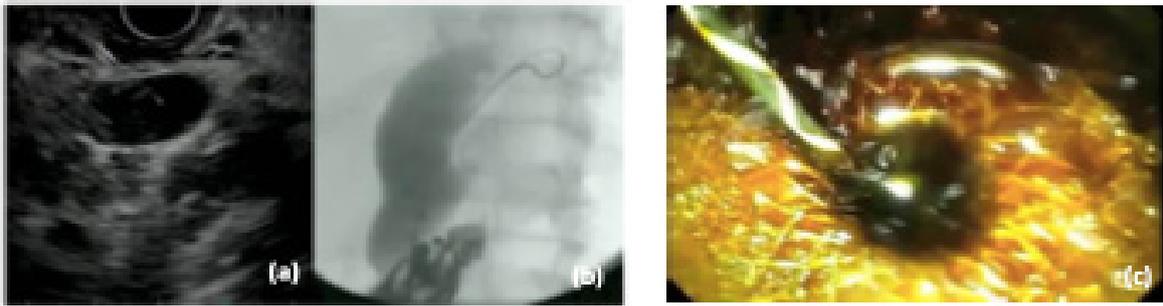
Técnica de coledocoduodenostomía por Ecoendoscopia. (a) punción de la vía biliar. (b) inyección de contraste. (c) colocación de prótesis metálica. Imagen obtenida de T. Beyna et al; *Clinical Management of Bile Duct Diseases: Role of Endoscopic Ultrasound in a Personalized Approach*, 2021.
